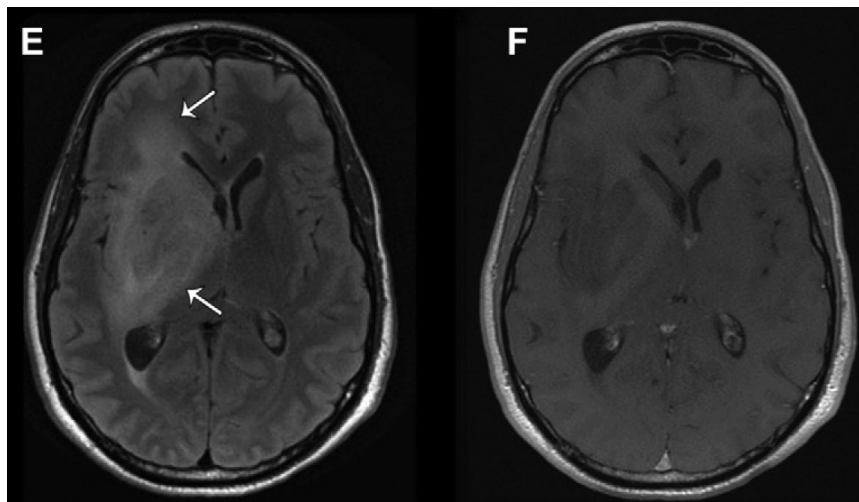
Glioblastoma IDH *wildtype* fronto-temporale destro con interessamento dei gangli della base con grado attribuito sulla base dei parametri molecolari (*TERT* c.-124C>T, amplificazione *EGFR*). L'immagine FLAIR (E) mostra una lesione dai margini non definiti. La sequenza T1 dopo mdc (F) evidenzia l'assenza di *contrast enhancement* [87].
